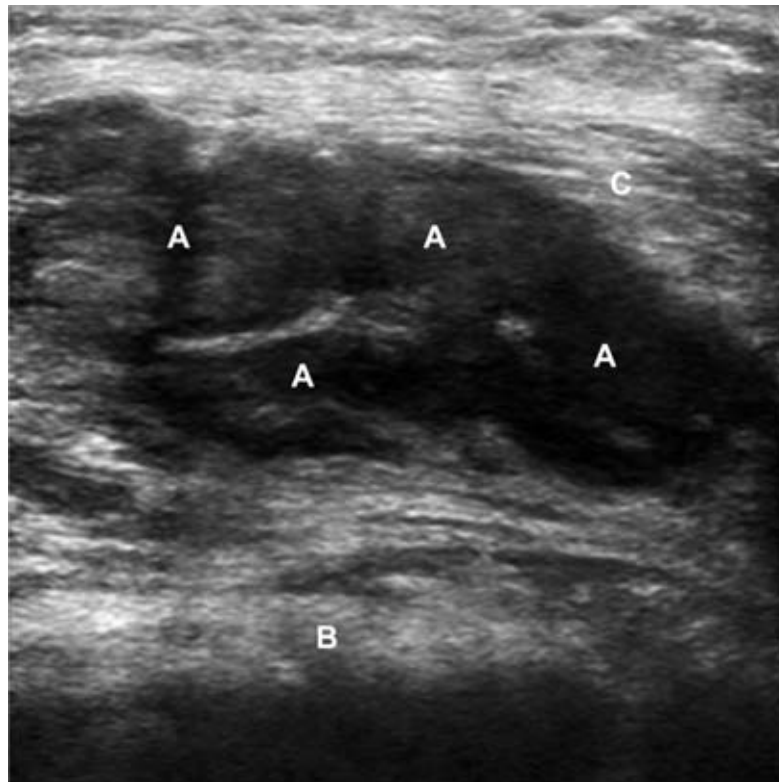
Doente do sexo masculino, 63 anos, ex-fumador (60 UMA), sem outros factores de risco identificados. Enviado para avaliação de derrame pleural esquerdo recidivante, tendo realizado duas toracenteses com biópsias pleurais, sem resultado conclusivo. A ecografia da parede torácica com sonda de 7,5 MHz revela, nos locais anteriormente puncionados, lesão hipocogénica (A) com descontinuidade da linha hiperecogénica que traduz a pleura parietal (B), alteração do tecido muscular e celular subcutâneo adjacente (C) e abolição do sinal de deslizamento por fixação do pulmão. O resultado anatomopatológico da biópsia ecoguiada foi de mesotelioma pleural maligno
